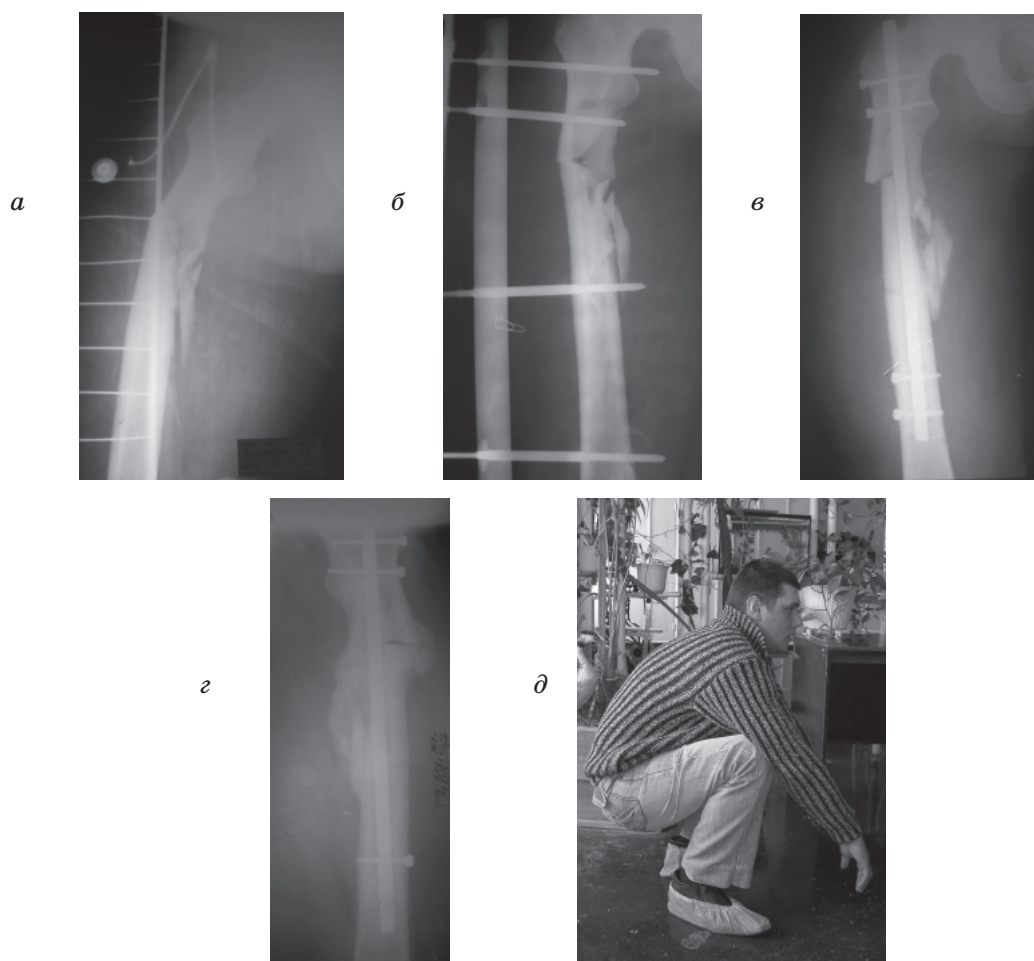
Рентгенограма хворого В., 24 років, з травмою та його вигляд після лікування
